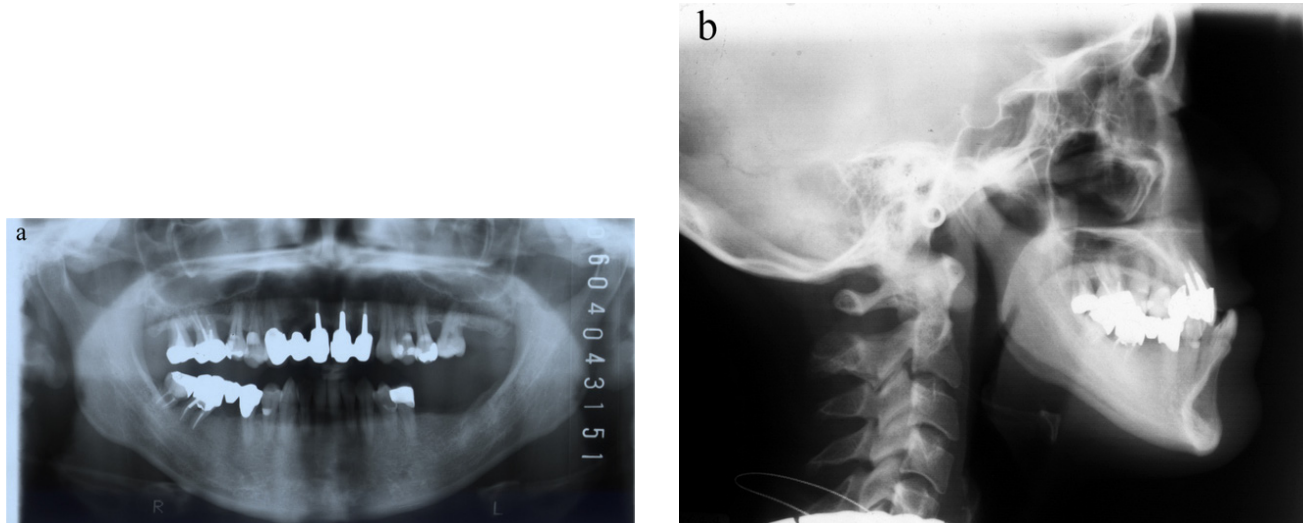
Pretreatment panoramic and cephalometric radiographs.
